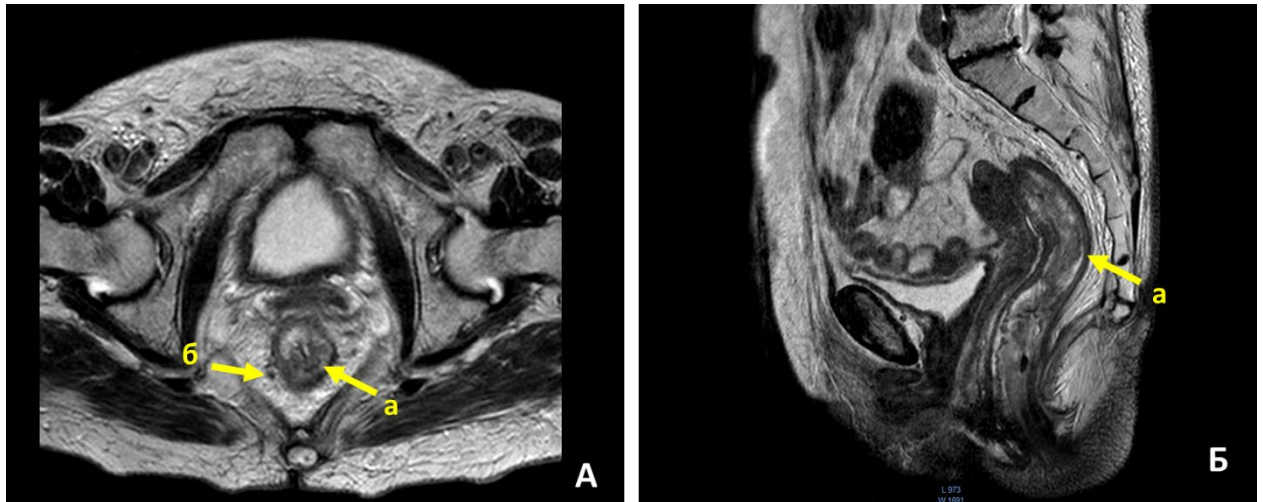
МРТ малого таза без усиления больной раком прямой кишки после завершения ГНТ в аксиальной (А) и сагиттальной (Б) проекциях: а – первичная опухоль; б – лимфоузел мезоректума без достоверных признаков метастатического поражения
